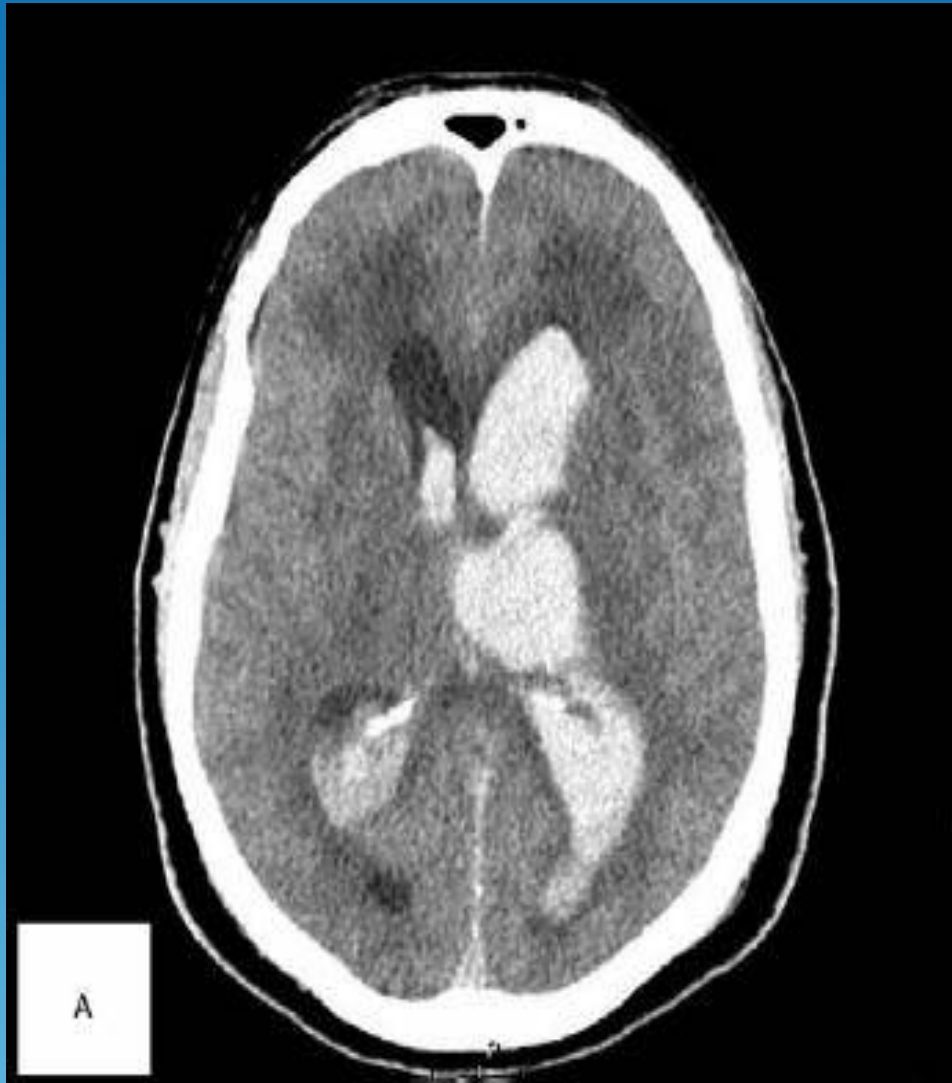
Intraventricular hemorrhage. CT scans show massive bilateral intraventricular hemorrhages.
